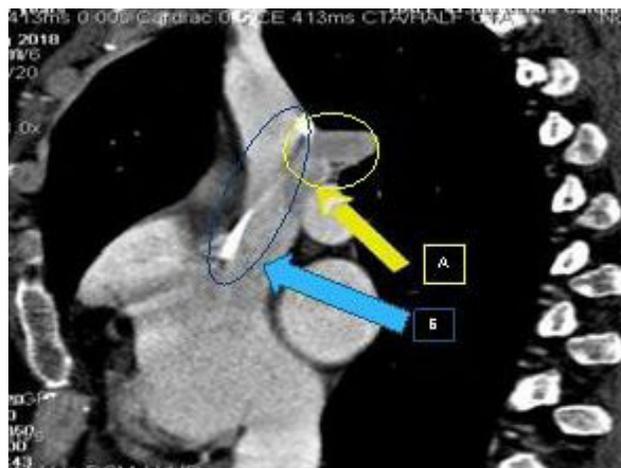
Изображения ЭКГ-синхронизированной МСКТ-ангиопульмоно-вентрикулографии: А – дефект наполнения левой ветви легочной артерии (верхняя стрелка); Б – инородное тело в просвете верхней полой вены (нижняя стрелка)
